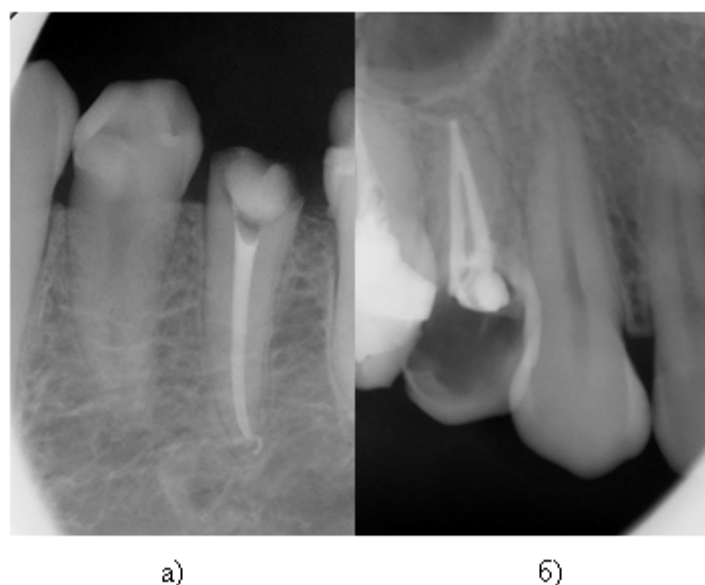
Контрольная рентгенограмма после obtурации корневого канала «холодной» (рис 5а — obtурация методом латеральной конденсации гуттаперчи) и «горячей» (рис. 5б — obtурация с использованием системы GuttaCore™) гуттаперчи
